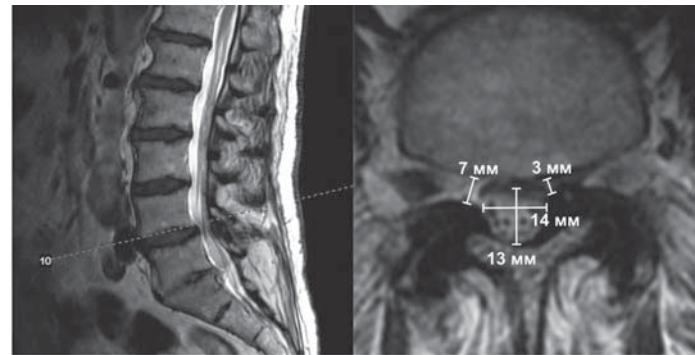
МР-томограмма пояснично-крестцового отдела позвоночника пациента с радикулопатией L_{IV}–L_V слева, обусловленной сдавлением структур корешка грыжей межпозвоночного диска и остеофитом правого межпозвоночного сустава.
